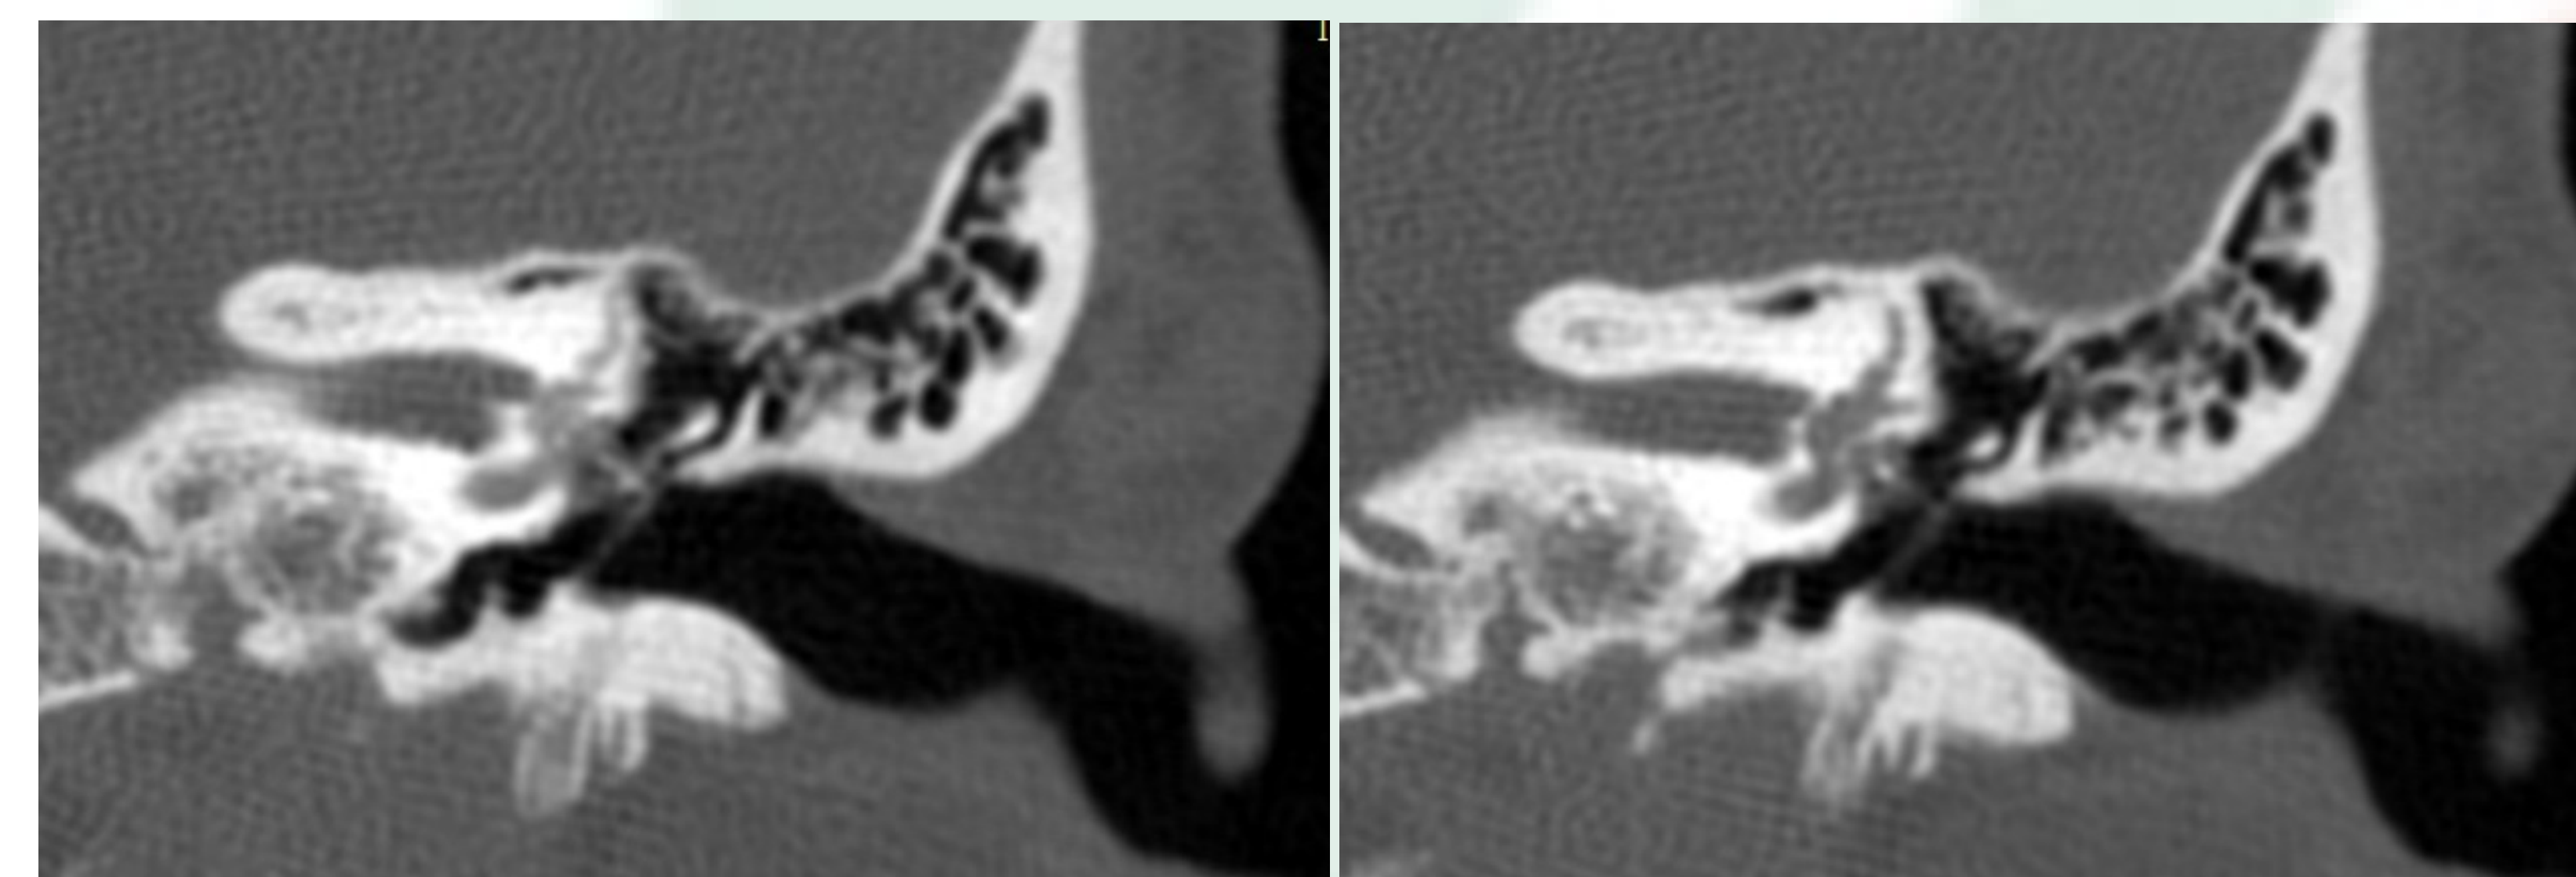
Tomografía de hueso temporal postinfiltración de esteroide intratimpánico
